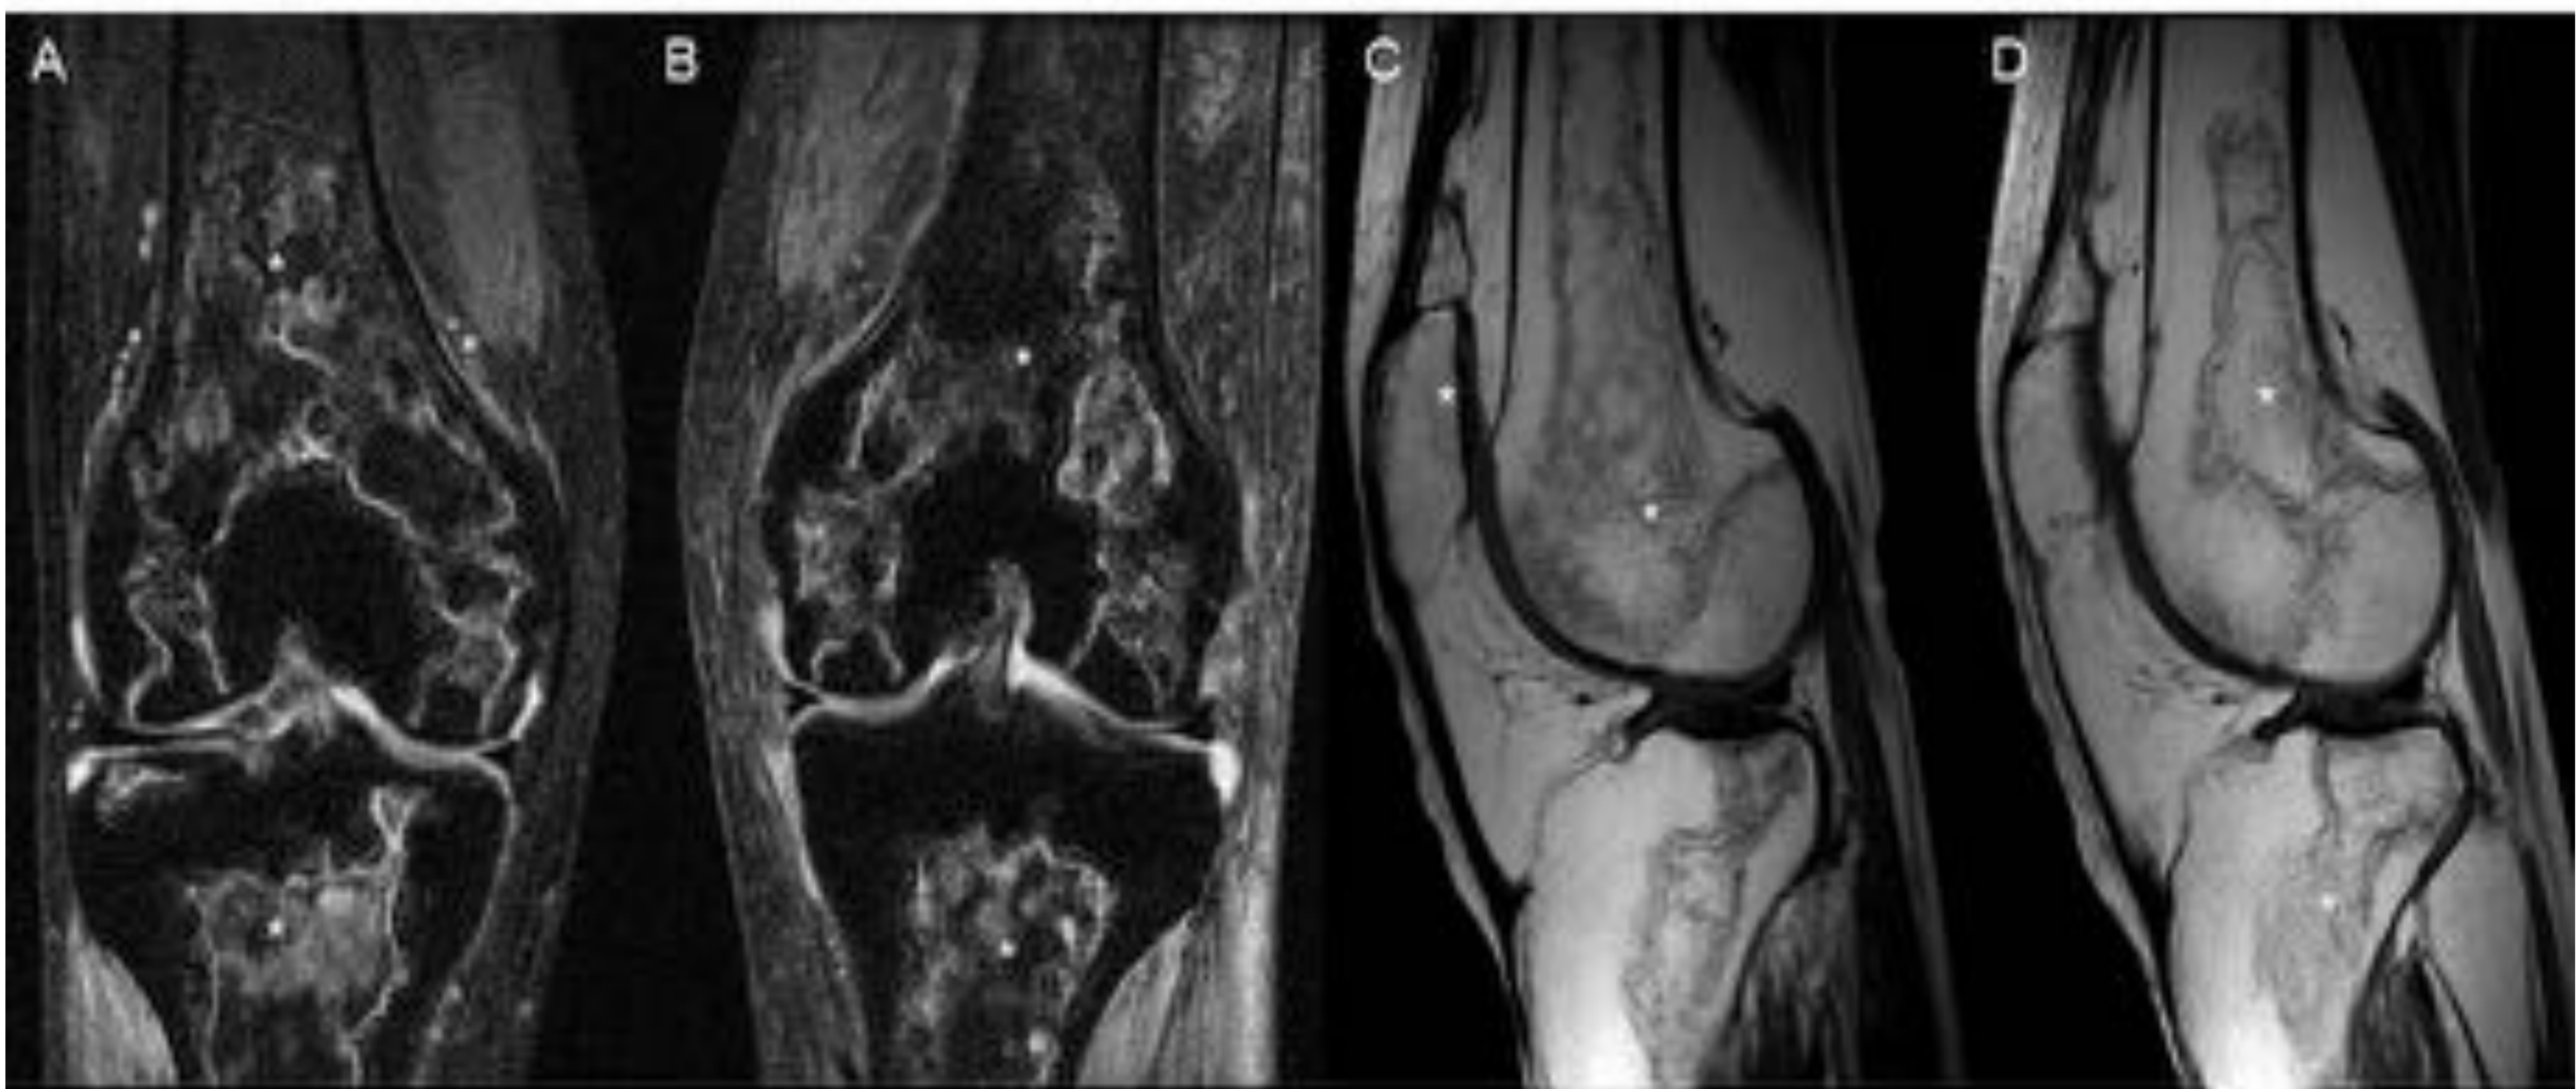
Infartos óseos como complicación postratamiento en paciente con linfoma. RM secuencias coronales potenciadas en densidad protónica con supresión grasa de rodilla derecha (A) e izquierda (B) y secuencias sagitales potenciadas en T1 de rodilla derecha (C) e izquierda (D) que muestran extensos infartos óseos que afectan a la unión metafisodiafisaria, metafisis y epífisis distales de ambos fémures, y unión metafisodiafisaria, metafisis y epífisis proximales de ambas tibias y polo superior de la rótula derecha (asteriscos).
